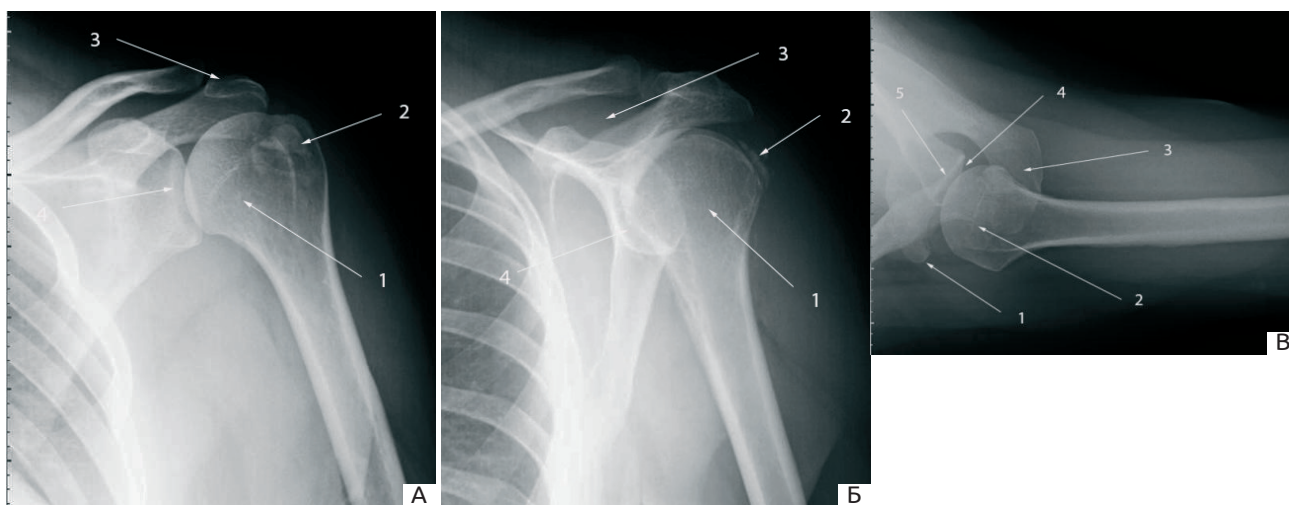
Рентгенологічні проєкції плечового суглоба: А – передньо-задня проєкція лівого плечового суглоба: 1 – головка плечової кістки; 2 – кальцинат сухожилля підостьового м'яза; 3 – акроміальний відросток лопатки; 4 – плечо-лопатковий суглоб; В – Y-проєкція 1 – головка плечової кістки; 2 – кальцинат сухожилля підостьового м'яза; 3 – дзьобоподібно-акроміальна вирізка; 4 – плечо-лопатковий суглоб; В – аксіальна проєкція. 1 – дзьобоподібний відросток лопатки; 2 – головка плечової кістки; 3 – акроміальний відросток лопатки; 4 – плечо-лопатковий суглоб; 5 – шийка лопатки.
